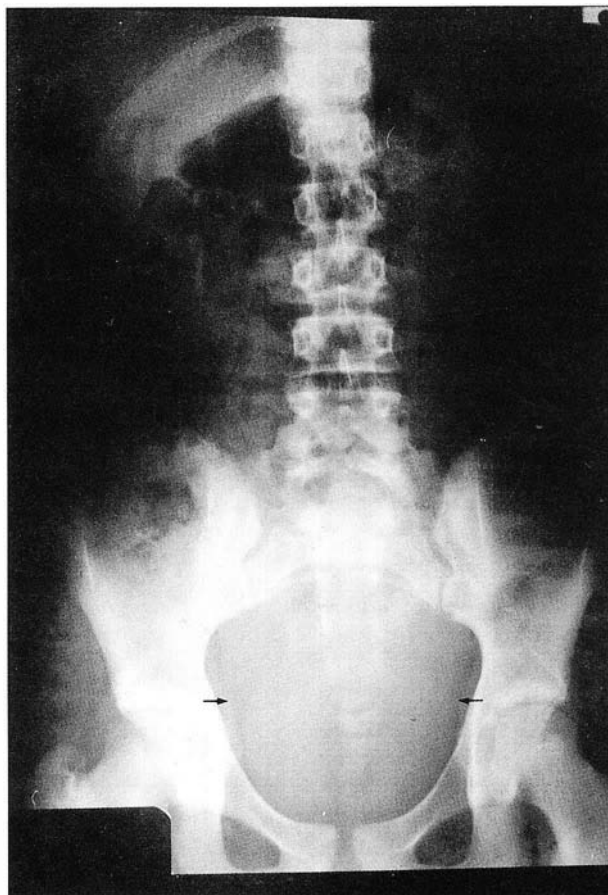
Radiografía de abdomen. Ausencia de asas en pelvis menor, que está ocupada por masa de densidad agua (flechas).
